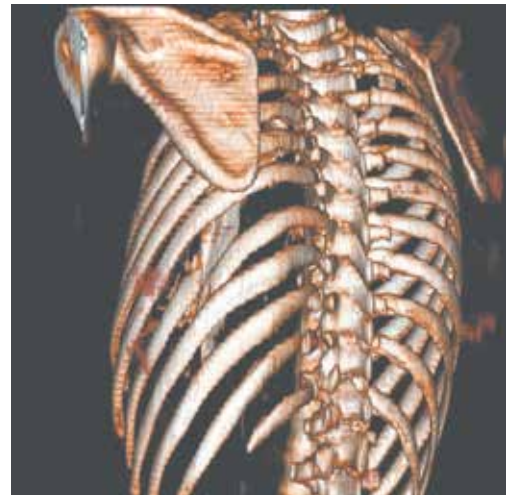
КТ с 3D реконструкцией на момент поступления в стационар
